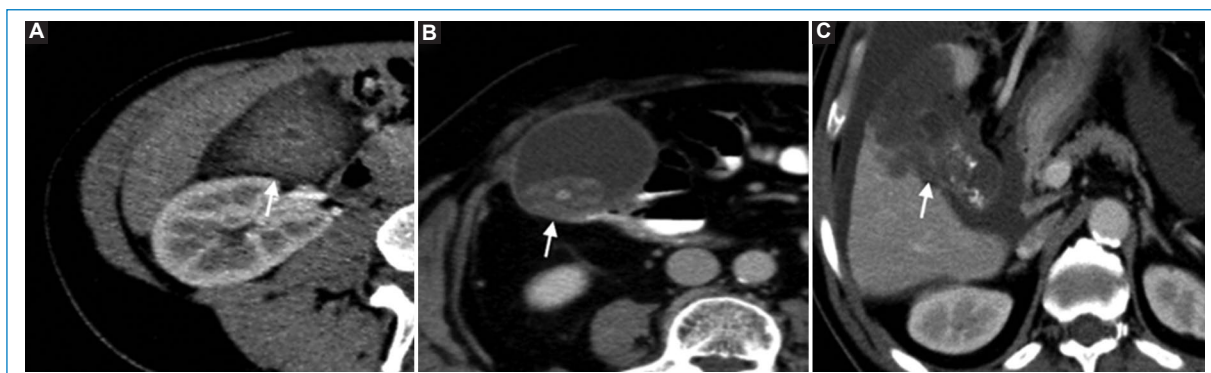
Carcinoma de la vesícula biliar, diferentes formas de presentación. A-C: TC de abdomen con contraste endovenoso, plano axial, muestran un engrosamiento mural difuso de la pared vesicular (flecha en A), una masa polipoide intraluminal (flecha en B), y una vesícula heterogénea con áreas hipo e hiperdensas que invade del hígado (flecha en C).
